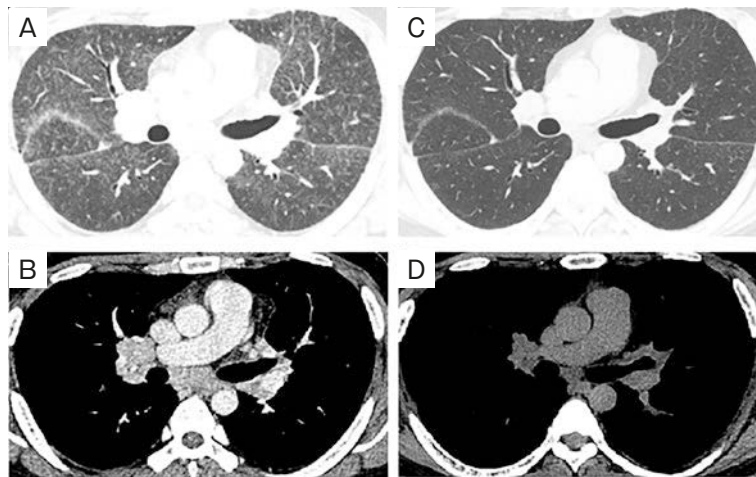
Chest CT findings. (A, B) About two weeks after admission, chest CT shows increased small granular opacities and areas of ground-glass opacity. (C, D) Two weeks after the administration of steroids, chest CT shows resolution of bilateral hilar and mediastinal lymphadenopathy, small granular opacities and areas of ground-glass opacity.
